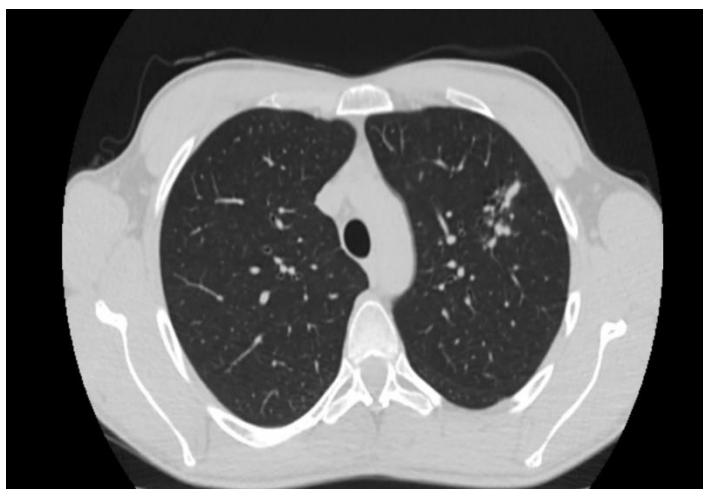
Аксиальный срез компьютерной томографии органов грудной клетки у больной Р. (30 лет), где определяются в С2 левого легкого очаги фиброза без инфильтративных изменений
